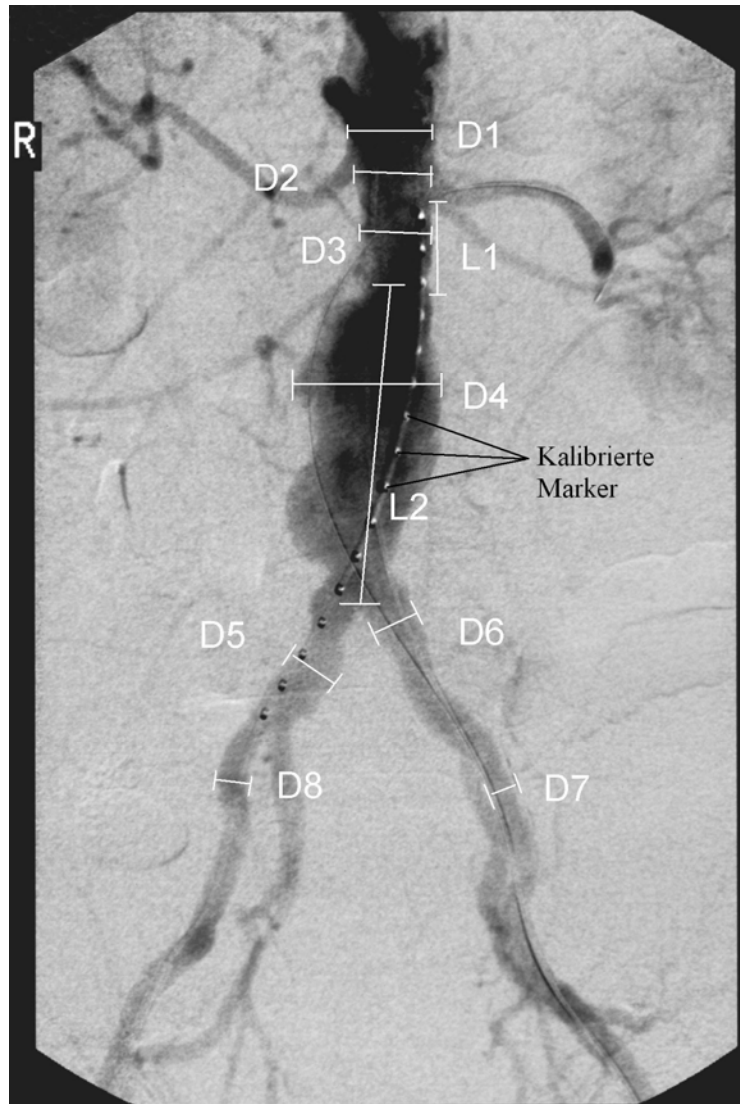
Kalibrationsangiographie (per Digitaler Subtraktionsangiographie) mit eingeführtem Pigtail-Katheter. Anhand der röntgengedichteten Zentimeter-Markierung erhält man eine Referenz über die Dimensionen des Gefäßlumens. Die markierten Strecken (D1-D8 + L1-L2) sind im Nachhinein zur besseren Veranschaulichung eingezeichnet worden.
